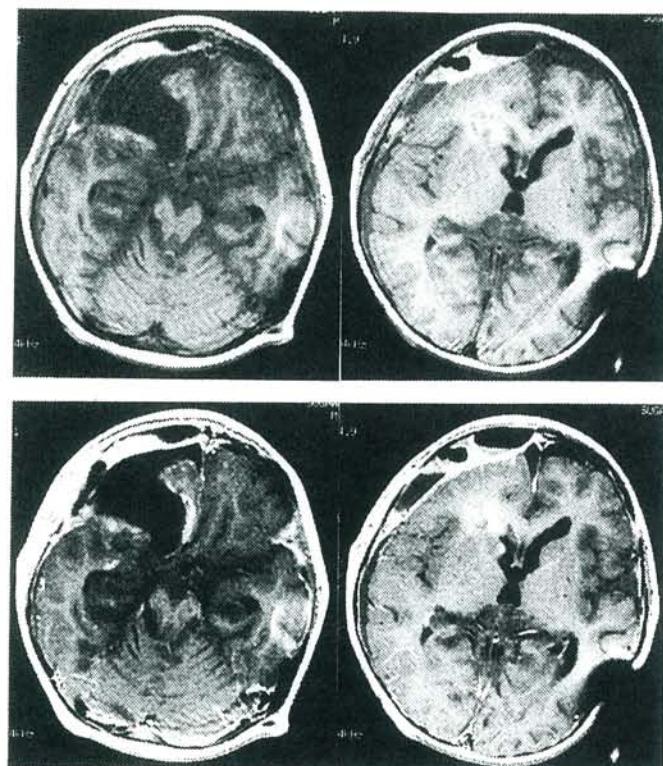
術後頭部MRI：上段；T1 (TR 650, TE 10) 強調画像、下段；T1強調画像 (gadolinium enhancement)
